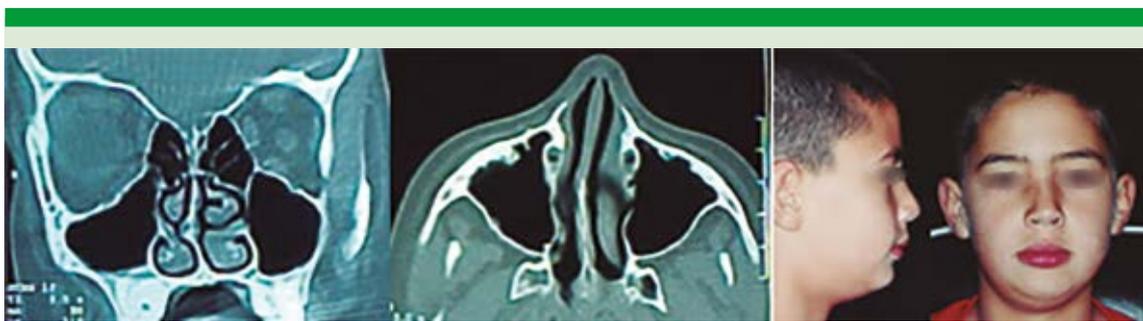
Tomografía computada que muestra la desviación del tabique en el paciente de la imagen de la derecha.
